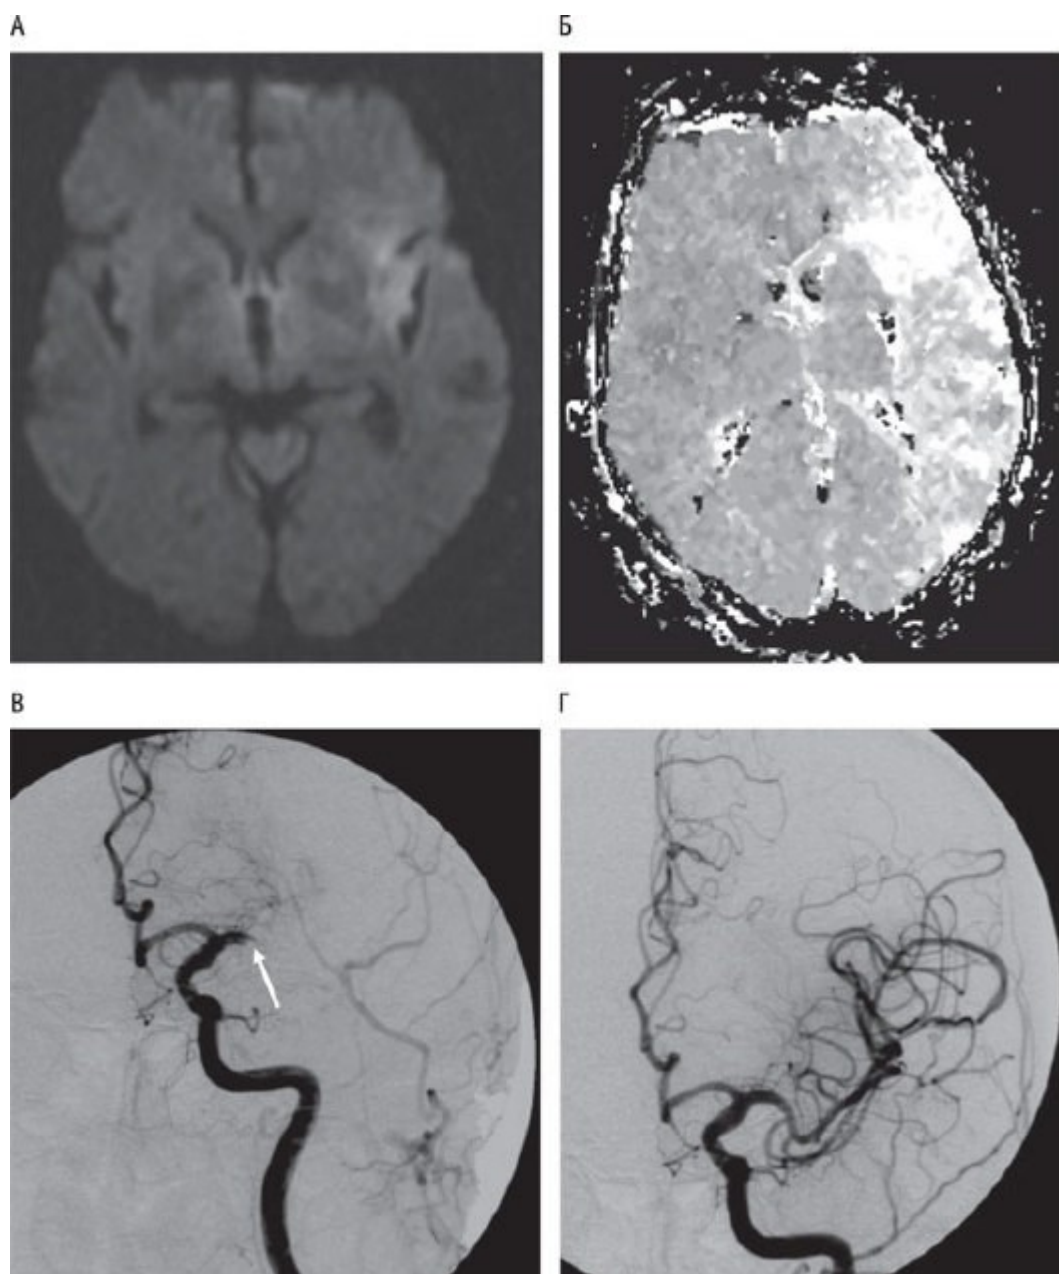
2. 74-летняя женщина с остро развившейся правосторонней гемиплегией, гемипарестезией и афазией. Выявлены небольшой очаг на диффузионно-взвешенных изображениях (А) и значительное снижение перфузии (Б), что указывает на "несоответствие" и жизнеспособность ткани в бассейне левой средней мозговой артерии. Ангиография показала окклюзию основного ствола левой средней мозговой артерии, которая была реканализирована при помощи внутриартериальной тромболитической терапии (В, Г).
